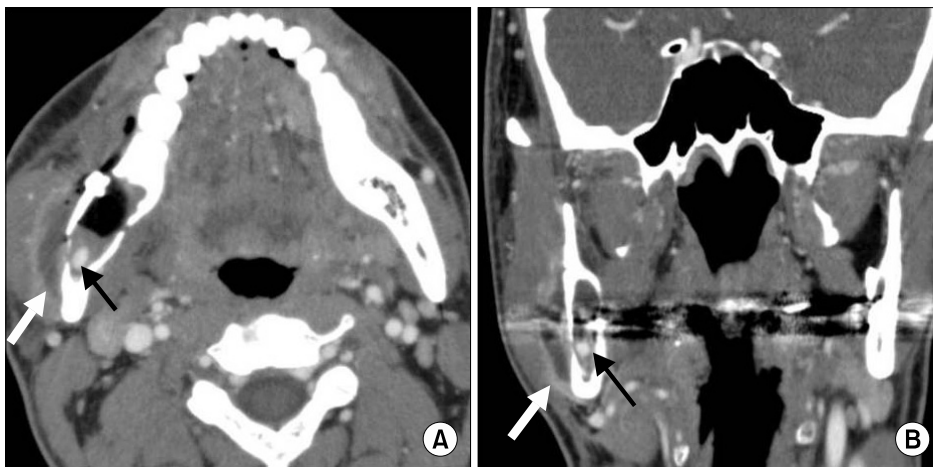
Paranasal sinus-enhanced computed tomography for diagnosis revealed a large central enhancement (arterial phase), which suggests pseudoaneurysm (black thin arrow) and hematoma around the operation site (white thick arrow). (A) Axial view. (B) Coronal view.
